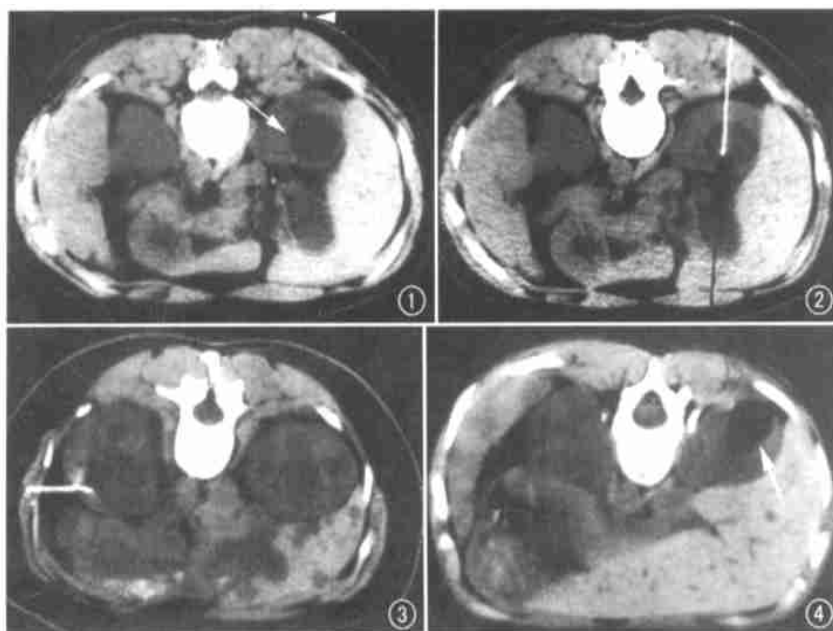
俯卧位,体表标志(箭头)位于囊肿(箭)中心层面,显示从该点垂直进针,进针深度5.3~5.5 cm。图2 俯卧位示穿刺针位于囊腔内囊底部稍上方。图3 俯卧位示囊肿内囊液抽尽,囊腔消失。图4 俯卧位示囊腔内注入的保留乙醇呈更低密度(囊肿内保留乙醇的CT值为-150 HU左右)。
